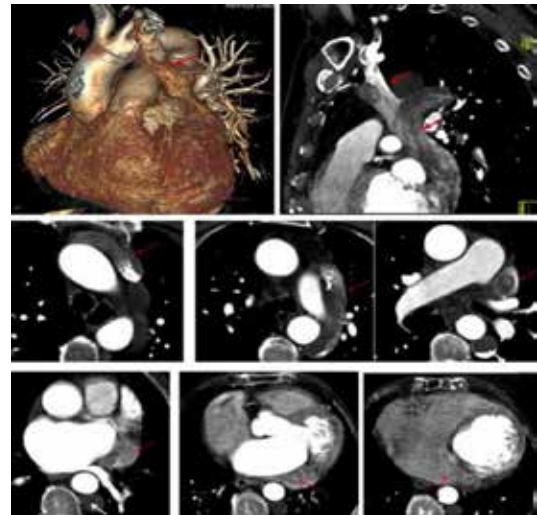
The three-dimensional volume rendered CT image and sagittal oblique reformatted CT image shows the persistent left superior vena cava and axial contrast enhanced CT image shows absence of right superior vena cava (SVC) and the venous drainage via left sided SVC (red arrow) and azygous venous system.
